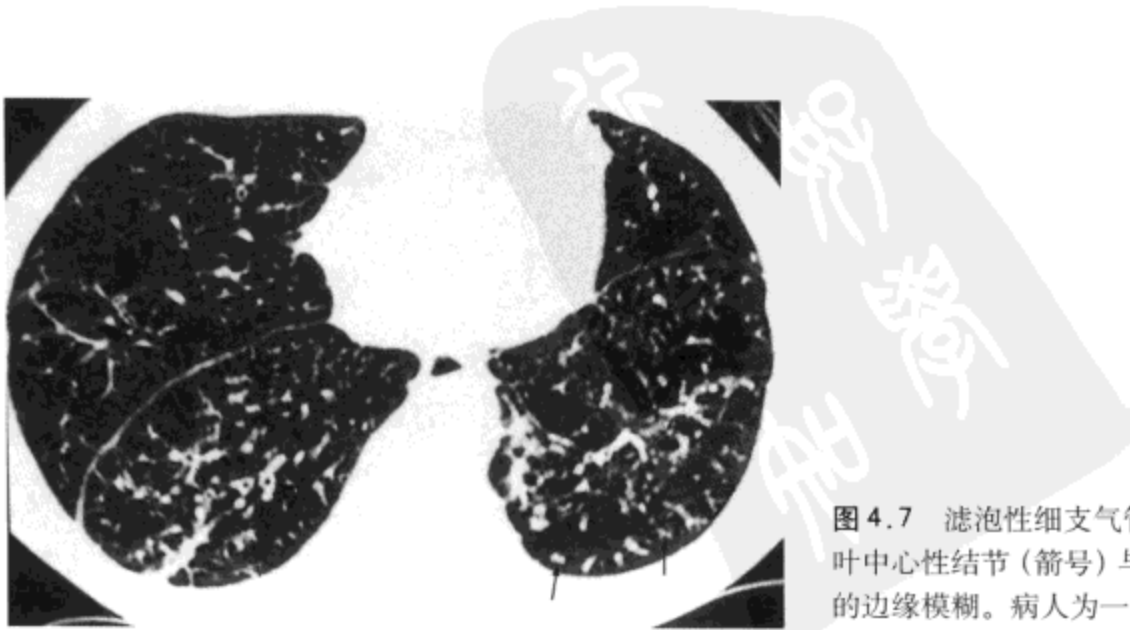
滤泡性细支气管炎。高分辨率CT影像示小叶中心性结节(箭号)与支气管壁增厚(箭头)。结节的边缘模糊。病人为一45岁妇女。
